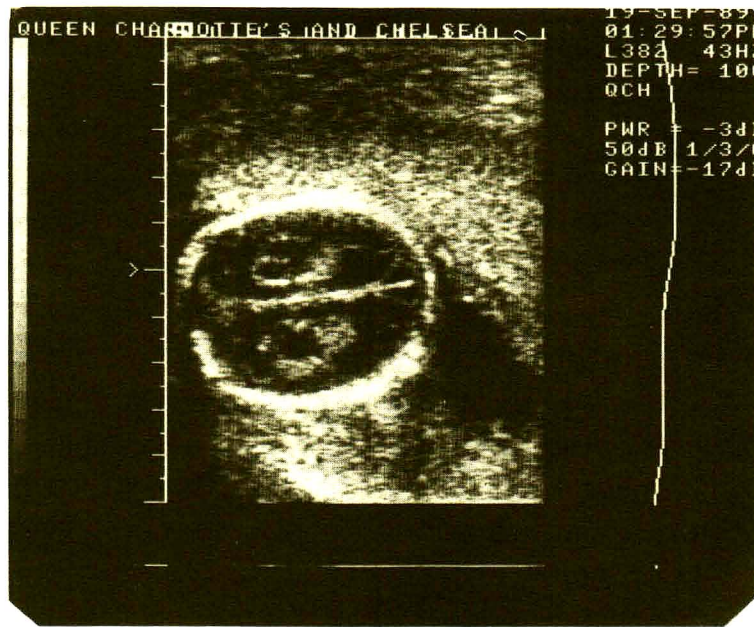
Ultrasound of the fetal head showing bilateral choroid plexus cysts.
